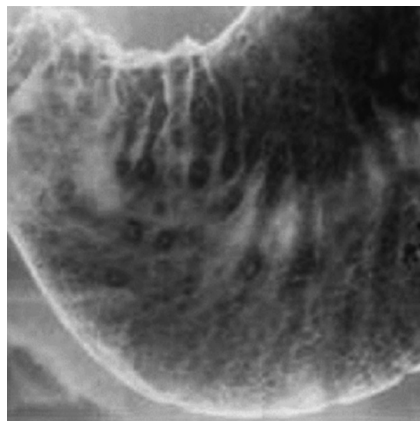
Рентгенограмма болезни Крона
